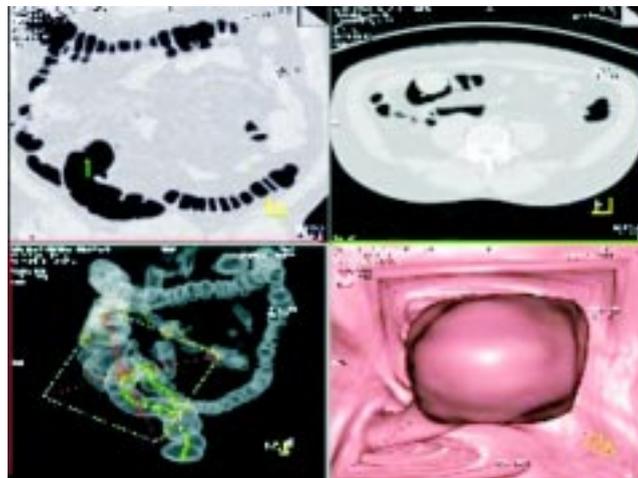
Colonoscopia virtual por TC que demuestra pólipo pediculado en colon transverso.
